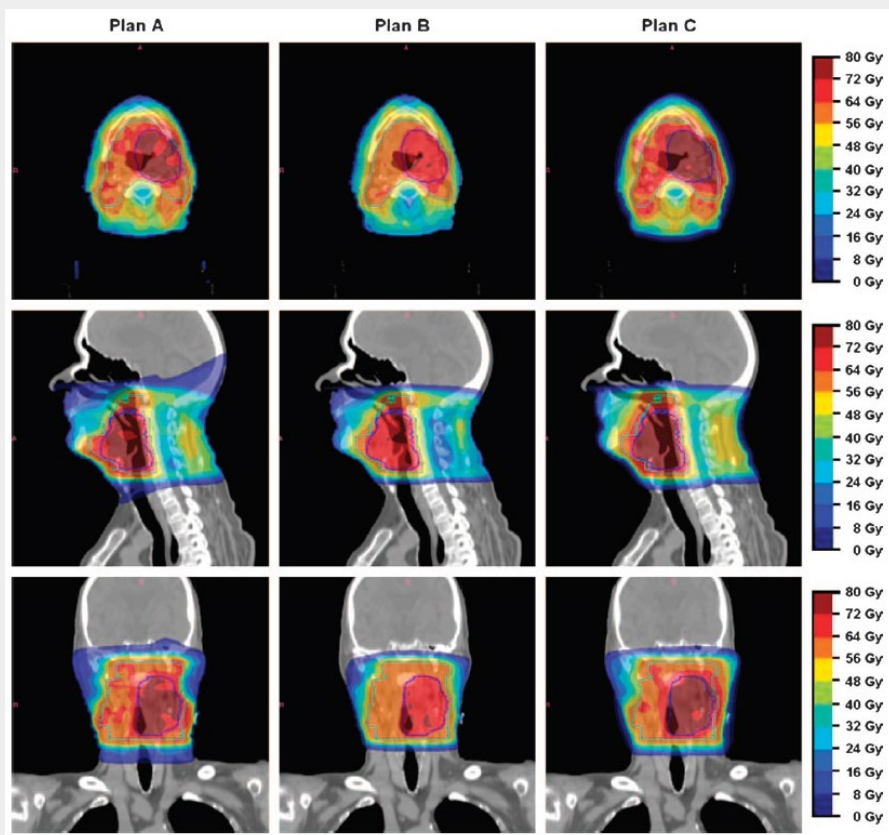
同一のCT・輪郭を用いて3施設でそれぞれ計画したIMRT線量分布 (文献6より引用)
